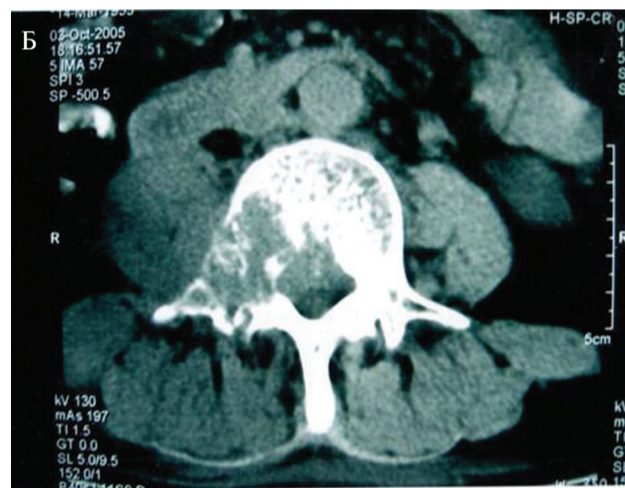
Магнитно-резонансная томография позвоночника. Обширное остеолитическое метастазирование РПЖ в позвонки
